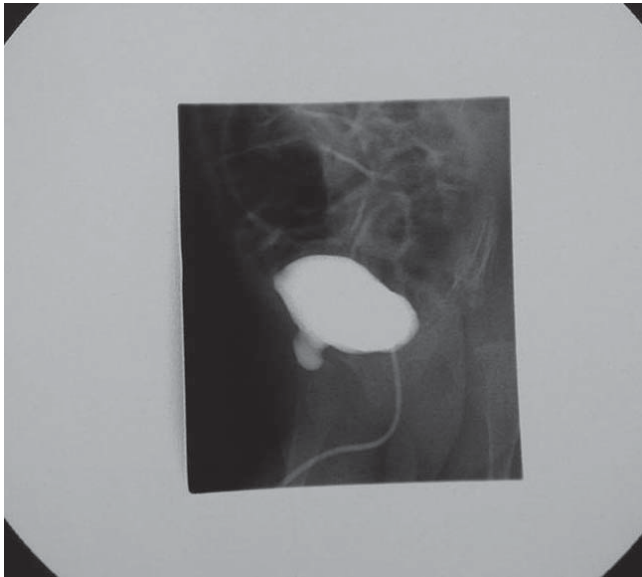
Voiding cystourethrography, oblique radiography reveals anterolateral protrusions of bladder through internal inguinal ring.
